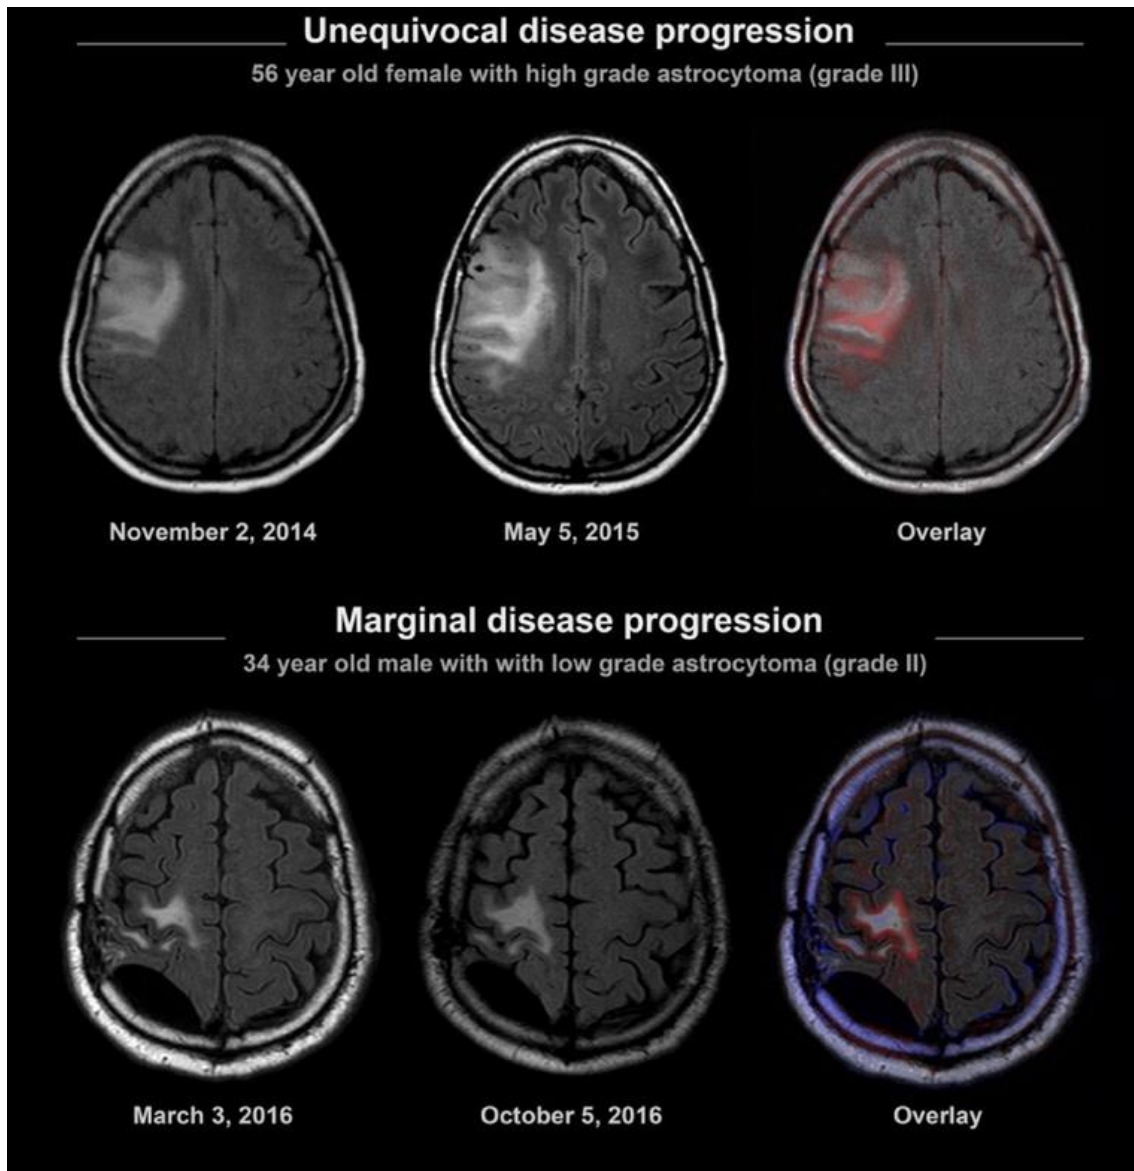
Beispiele für eindeutige und marginale Progression der nicht signalangehobenen Tumorlast. Links: Vorscan; Mittig: Follow-up; Rechts: AC-Bild: Overlay-Map (Progression der FLAIR-Signalthyperintensität in Rot dargestellt). Oben: Eindeutige Krankheitsprogression: Bildquelle: Lennartz, Nobis et al.: MRI Follow-up of Astrozytoma.⁸⁶
